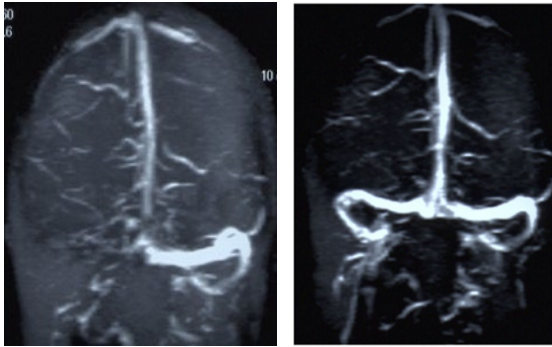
A : Angio-IRM cérébrale : objectivant une thrombose veineuse du sinus latéral droit ;
